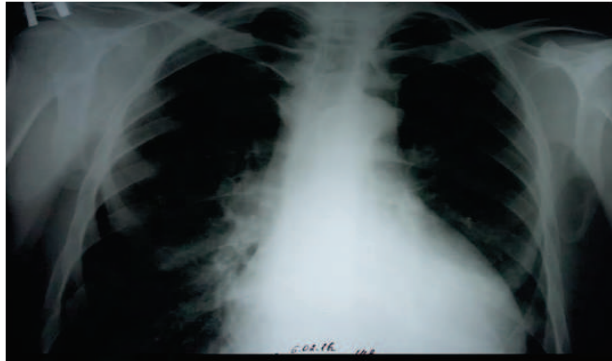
Обзорная рентгенограмма органов грудной полости (06.02.2018 г.). В верхней доле левого легкого участок линейного пневмофиброза с наличием плотных очагов и мелких фокусов средней интенсивности, фиброзная дорожка к корню. Справа в верхней доле – фиброз, плотные очаги. Корни малоструктурны. Контуры сердца сглажены, сердце увеличено в поперечном размере
